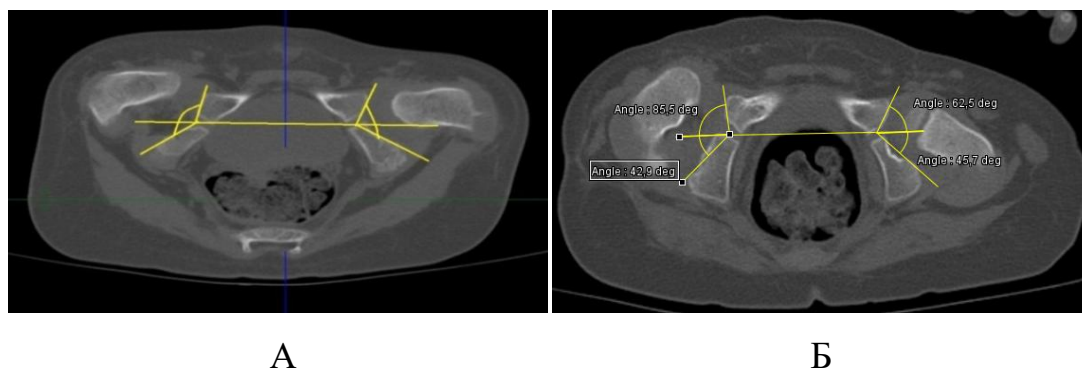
Результаты МСКТ ТБС, аксиальные срезы пациента Ц., 2014 г.р. (и/б №15/2292, №17/0599) диагноз амиоплазия, правосторонний вывих бедра, отводящие контрактуры ТБС: А - перед ОВБ; Б - через 2 года после ОВБ
